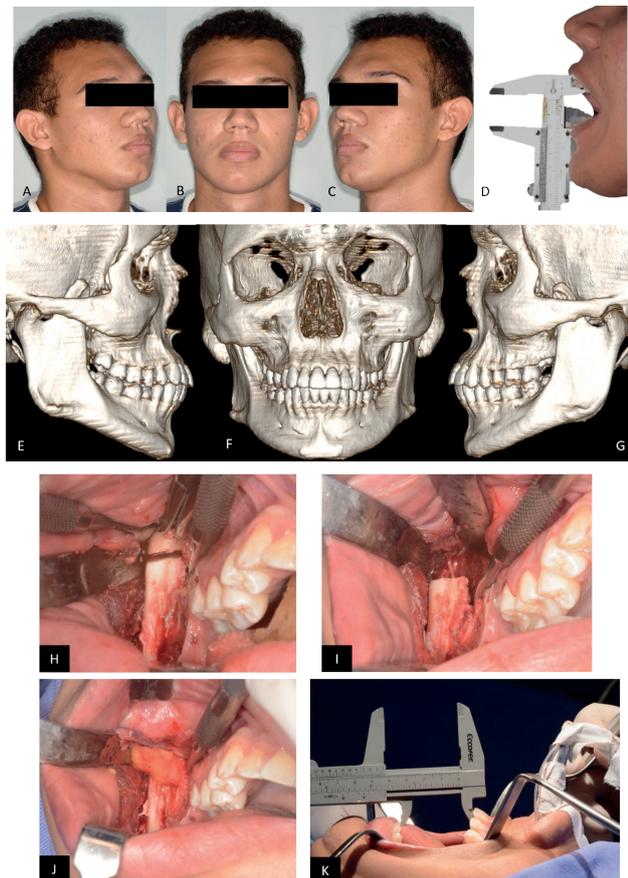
Fotografias extraorais (A – D); TC pré-operatória (E – G) e trans-operatório (H – K) do caso 2
